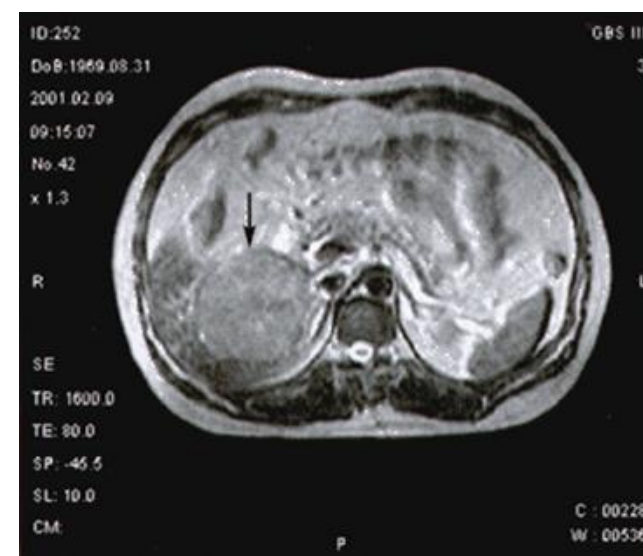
МРТ органов брюшной полости пациентки 53 лет с аденомой правой доли печени
